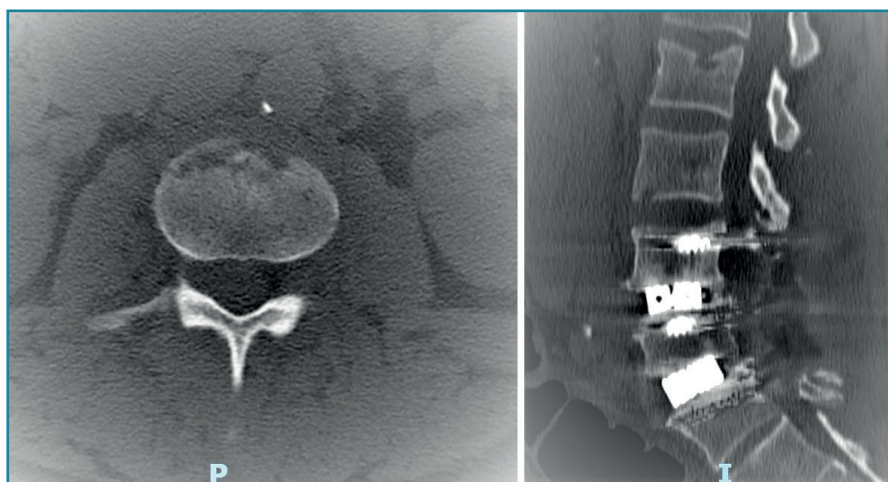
Tomografía computarizada al inicio de los síntomas. Cambios líticos en el margen de L3.
